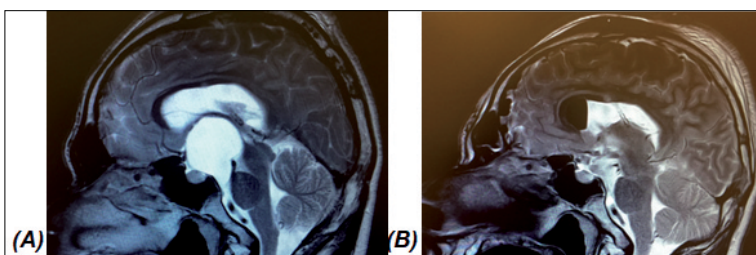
(A) RM pre-quirúrgica, donde se aprecia compresión sobre el quiasma y nervios ópticos. (B) RM postquirúrgica, eliminada la compresión extrínseca, se restituye posición anatómica de quiasma y nervios ópticos.
